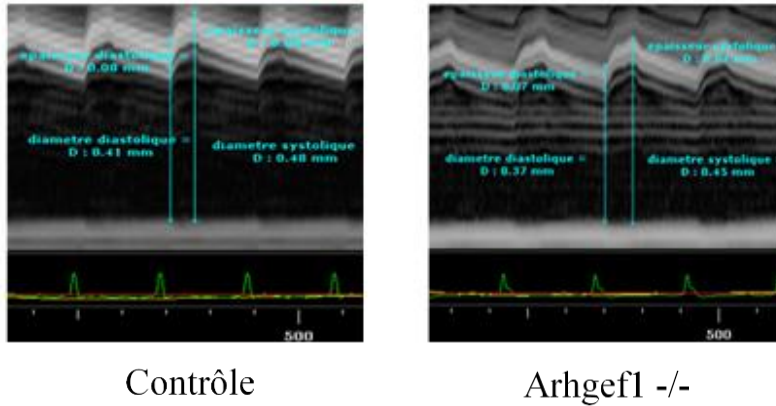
Image échographique en mode M des carotides de souris avec mesure des diamètres et des épaisseurs systoliques et diastoliques.
